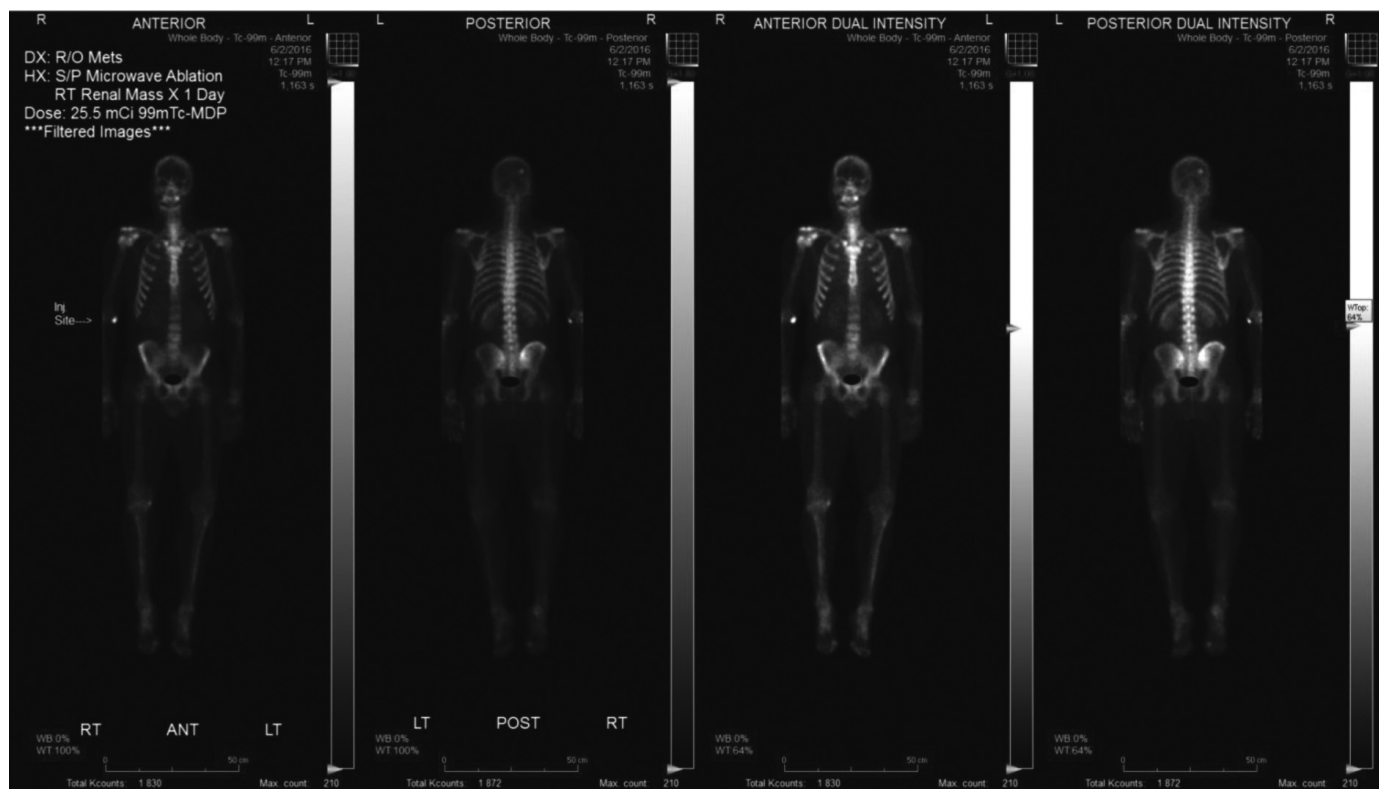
Планарна остеосцинтиграфія в передній та задній прямих проєкціях диференційного діагностування вогнищ розподілу остеотропного РФП.
